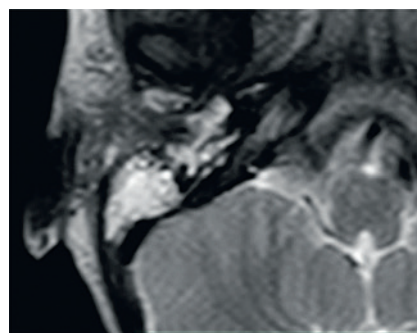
Предоперационная МРТ в T2 режиме: новообразование гиперинтенсивно
